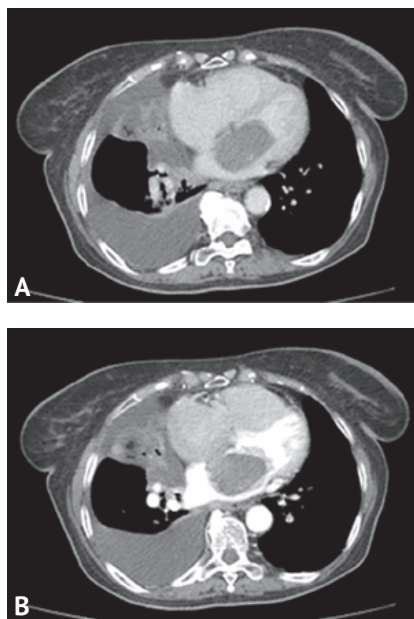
Компьютерная томография (А — без контраста; В — с контрастированием) грудной клетки. Крупная миксома левого предсердия обтурирует левое атриовентрикулярное отверстие; имеет место правосторонний гидроторакс
